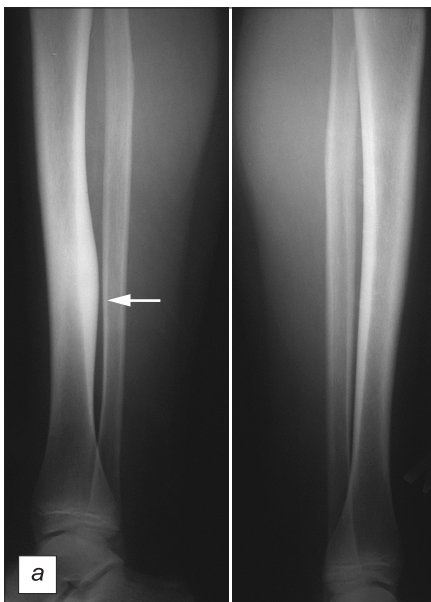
Остеома правой большеберцовой кости у пациента Ш., 13 лет. Рентгенограмма (а), компьютерная томограмма (б) и сцинтиграммы (в — фаза перфузии, г — фаза костной фиксации).
